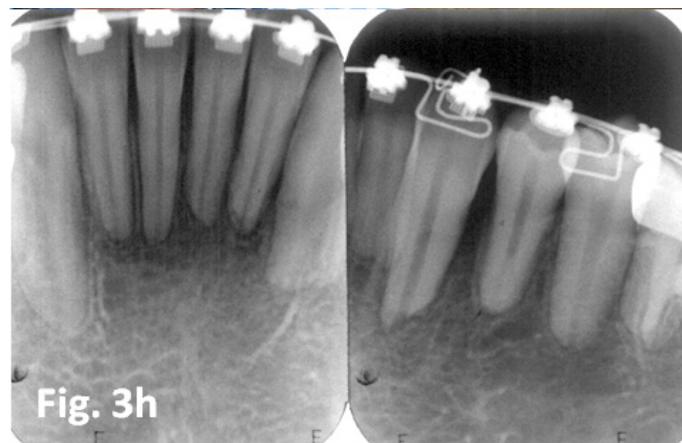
Radiografia periapical com evidência de reabsorção radicular apical externa
